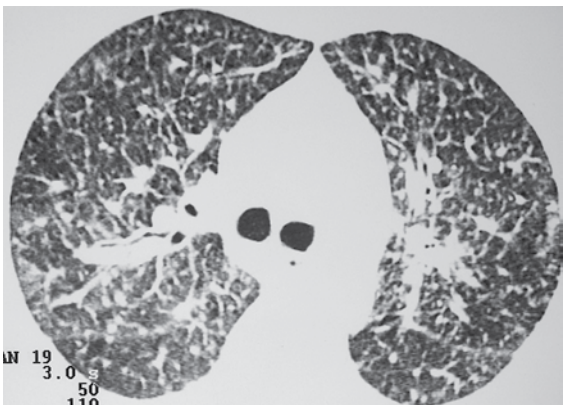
Corte de tomografia computadorizada com técnica de alta resolução ao nível da carina que mostra progressão das alterações descritas na Figura 1.
